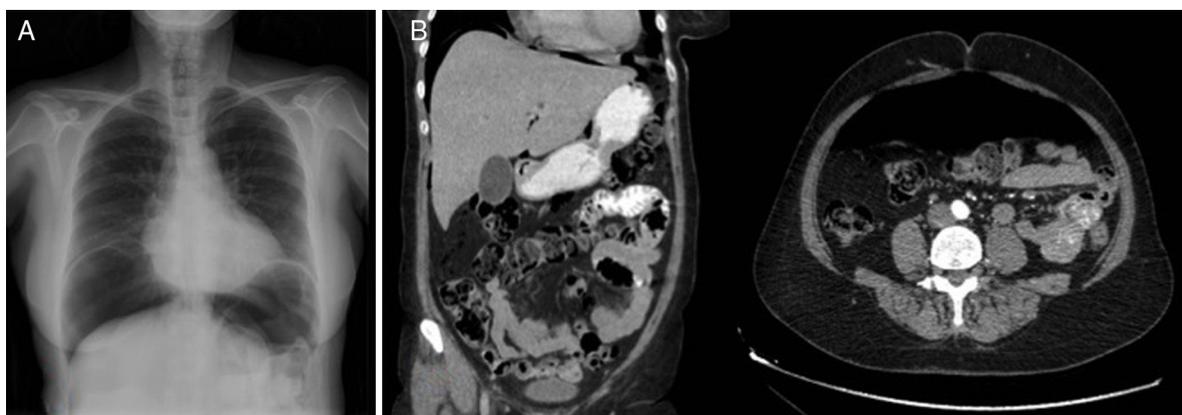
A) Radiografía de tórax AP en la que se observa un neumoperitoneo masivo. B) Cortes coronal y sagital de la TC en la que se aprecia abundante neumoperitoneo sin observarse presencia de contraste oral extraluminal. No se observa líquido libre intraperitoneal ni colecciones organizadas.
